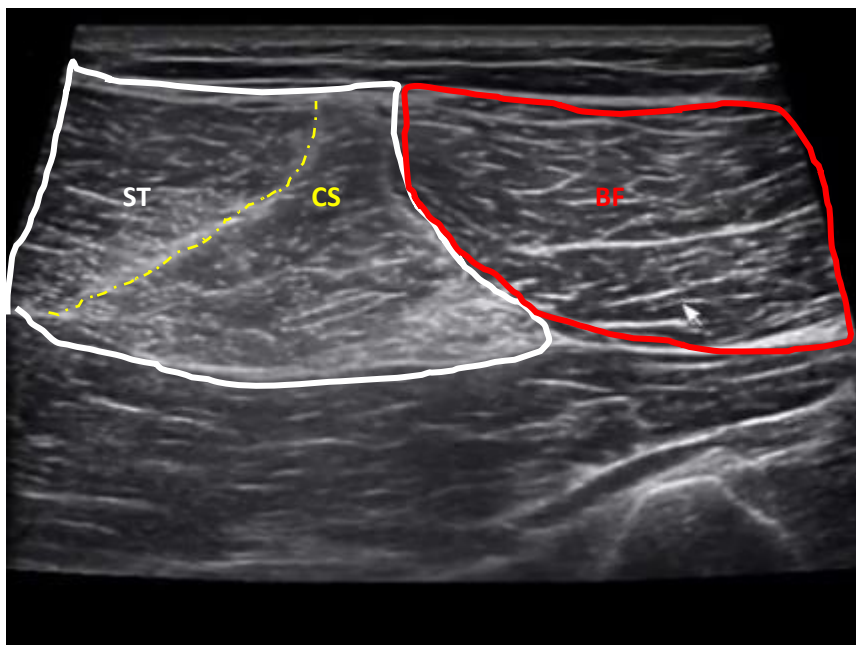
Coupe transversale échographique au niveau du tiers moyens de la cuisse avec le semi-tendineux (ST), la cloison sigmoïde (CS) et le biceps fémoral (BF).
